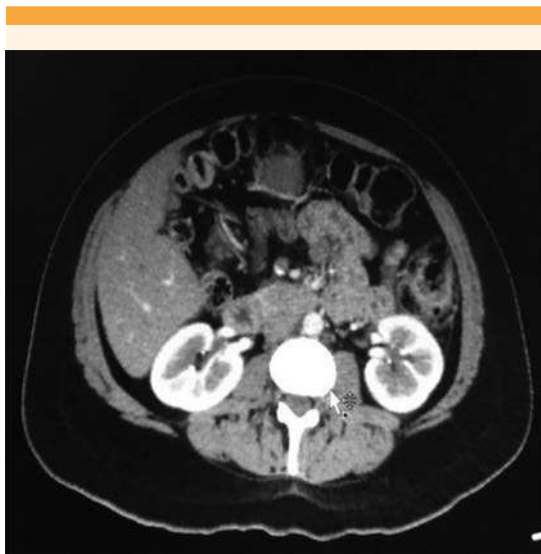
Tomografía axial computada del abdomen con datos de pancreatitis aguda edematosa.
